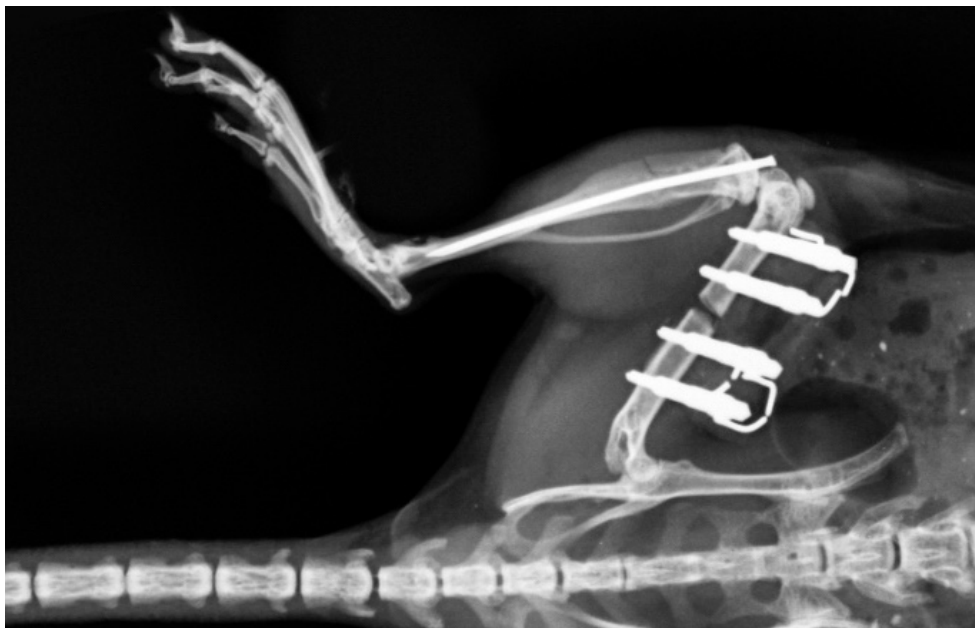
Ausschnitt einer postoperativen Röntgenkontrolle. Die Osteotomie des Femurs sowie der Frakturspalt der Biegefraktur im Bereich der Tibia sind deutlich erkennbar. Weiterhin ist die regelrechte Materiallage des Fixateur externe und des Tibianagels bei insgesamt achsgerechter Fragmentstellung zu sehen.
